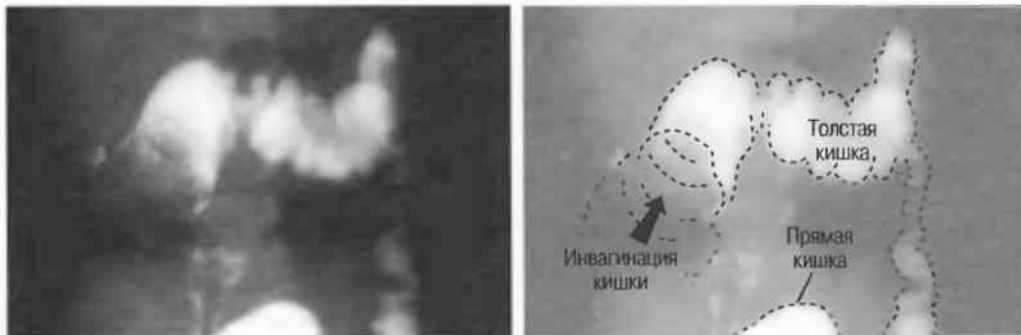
Рентгенография: ирригоскопия с барием у того же пациента.
